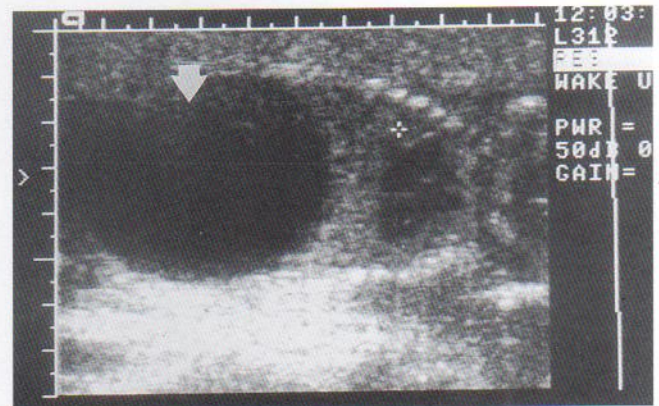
Ecografía de un feto masculino de 18 semanas de edad con megavejiga (vejiga aumentada) por válvulas uretrales posteriores. La cruz está situada en el cuarto espacio intercostal, a cuyo nivel el diafragma se ha elevado debido a esta vejiga fetal (flecha) muy grande (negro = orina). Las consecuencias de esta presentación son insuficiencia renal absoluta e hipoplasia pulmonar mortal, a menos que se lleve a cabo el tratamiento intrauterino. En este caso, el feto sobrevivió gracias a la introducción en su vejiga de un catéter en cola de cerdo, que permitió drenar la orina hacia la cavidad amniótica. (Cortesía del Dr. C. R. Harman, Department of Obstetrics, Gynecology and Reproductive Sciences, Women's Hospital and University of Manitoba, Winnipeg, Manitoba, Canadá.)
